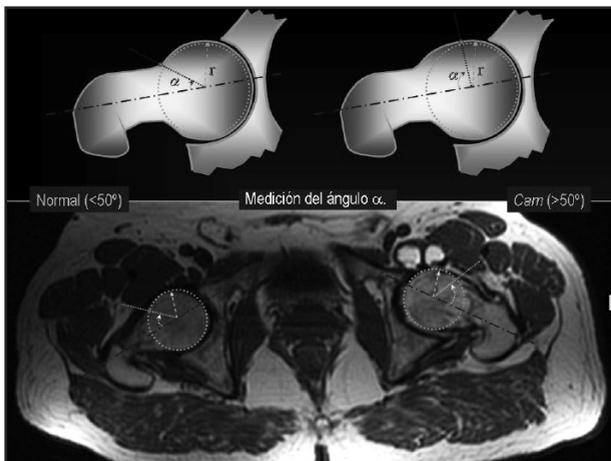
RM Corte axial: medición del ángulo alpha (α)
